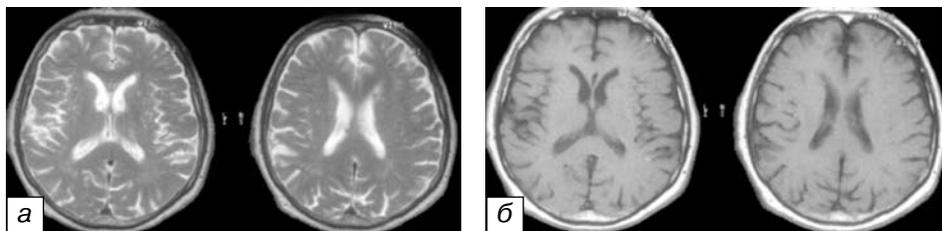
МРТ головного мозга больного В., 71 г. Визуализируются сосудистые очаги в белом веществе головного мозга, без «свежих» ишемических изменений: а) — Т2ВИ; б) — Т1ВИ
